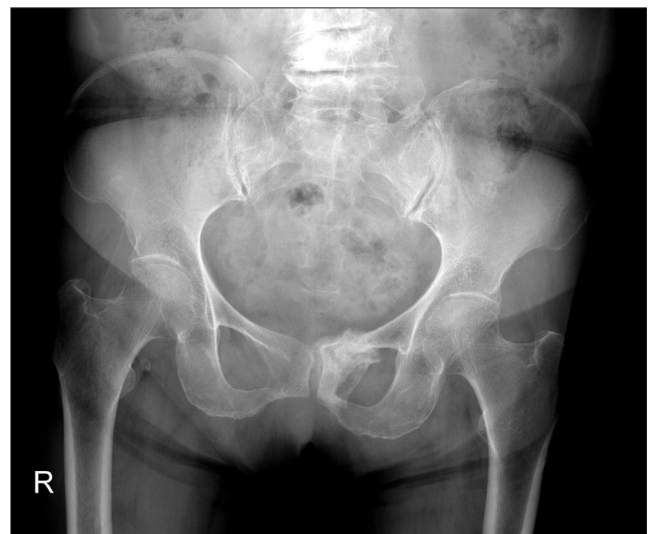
This pelvis anteroposterior radiograph shows sclerotic change and callus formation at previous insufficiency fracture site of left pubic ramus.
